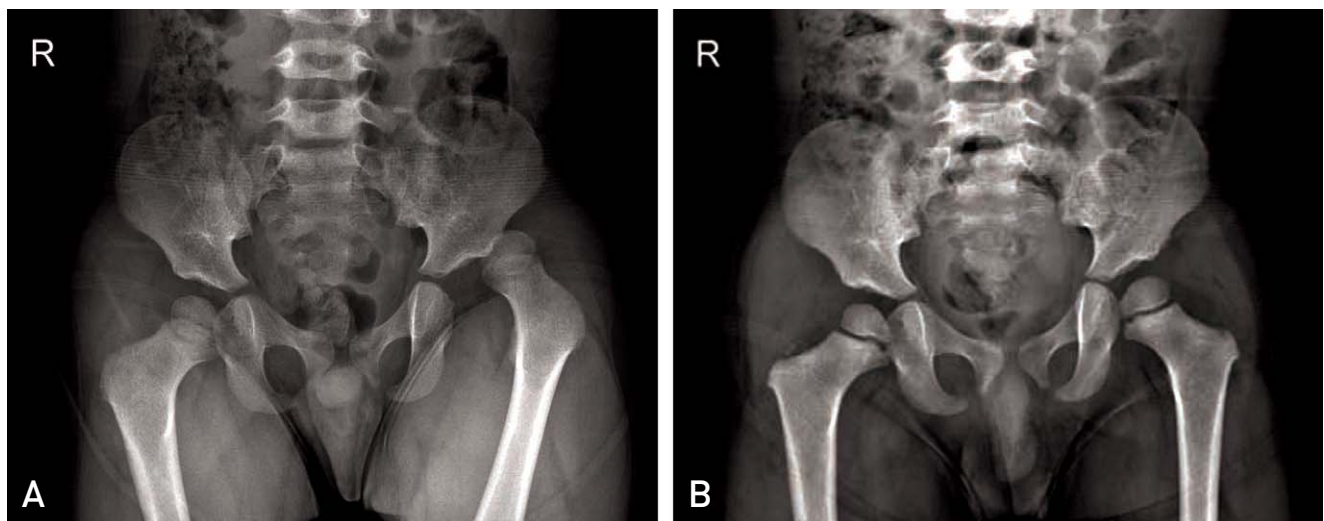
(A) Plain radiograph of 3-years-old male shows the femoral head located lateral and superior to Acetabulum. (B) After closed reduction, the femoral head is located in acetabulum.
